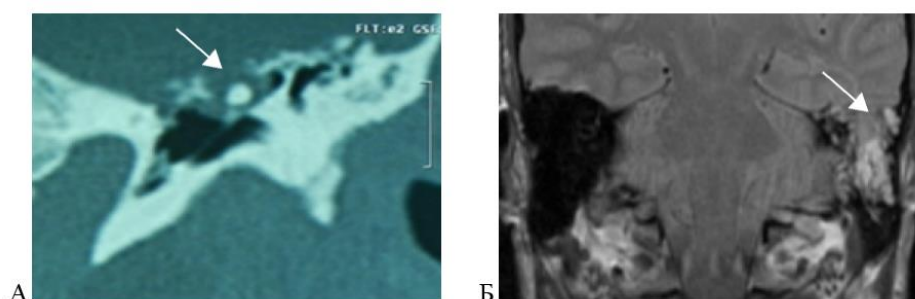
СОЛ II, менингоэнцефалоцеле. Мякотканый компонент в проекции костного дефекта по КТ (А); пролабирующая мозговая ткань с ТМО в области костного дефекта и жидкость в клетках сосцевидного отростка по МРТ (Б)
